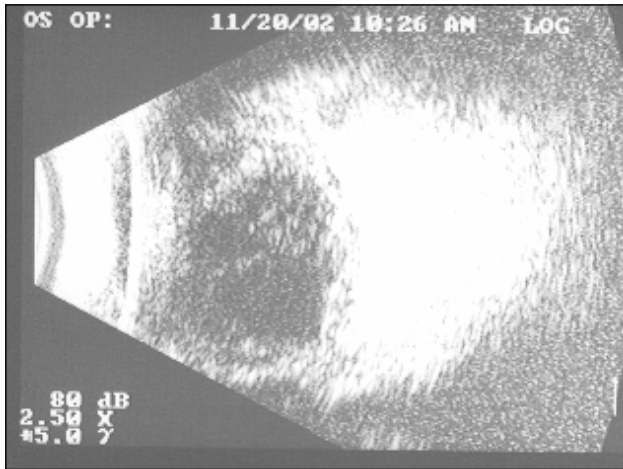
Ultra-sonografia do olho esquerdo demonstrando múltiplos ecos puntiformes e grumosos de alta reflexibilidade acústica no espaço vítreo
